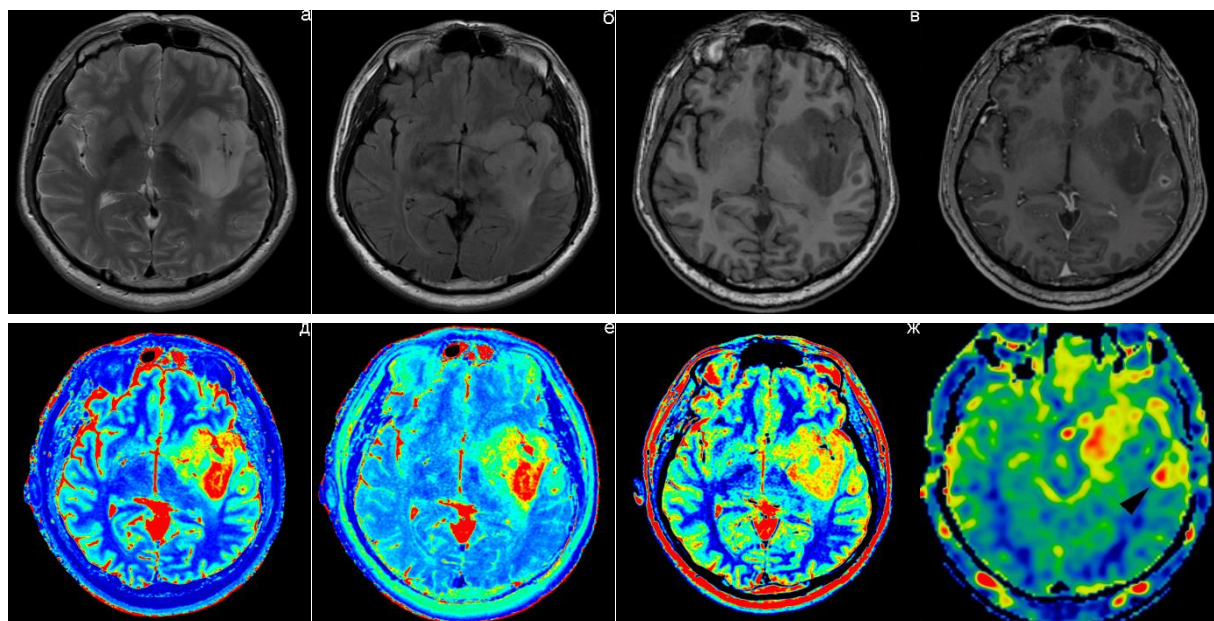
МР-изображения и параметрические карты, клинический пример №4. Обозначение режимов и картированных показателей аналогично рисунку 22. На рисунке 1з стрелкой обозначен участок наибольшей перфузии в контрастируемой части опухоли
